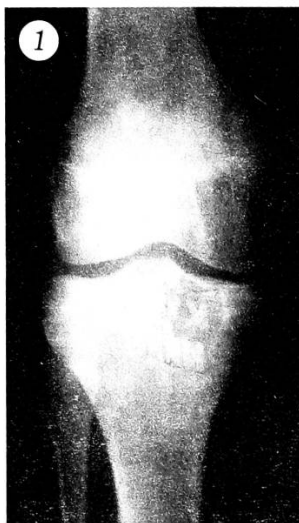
Рентгенограмма правого коленного сустава до операции: очаг деструкции во внутреннем мыщелке большеберцовой кости.
